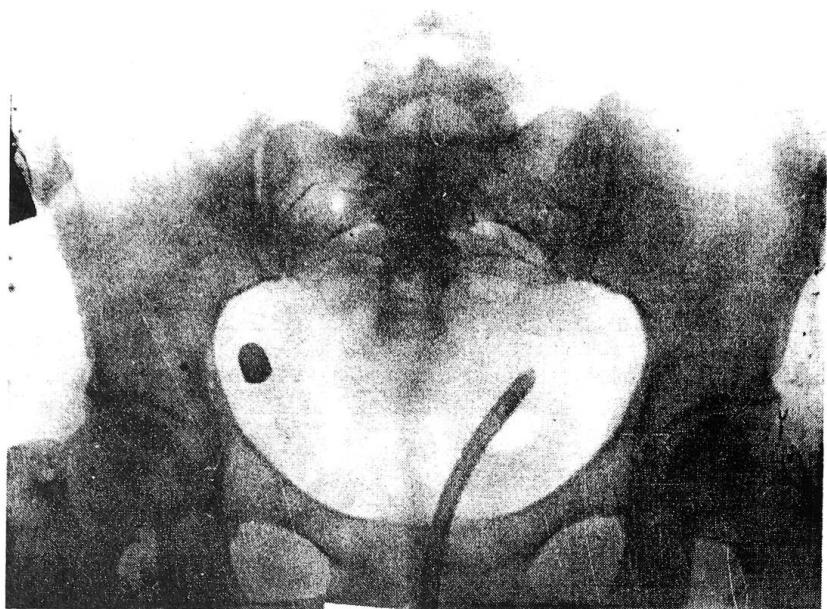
Рентгенограмма. Справа отчетливо видно инородное металлическое тело – пуля.
